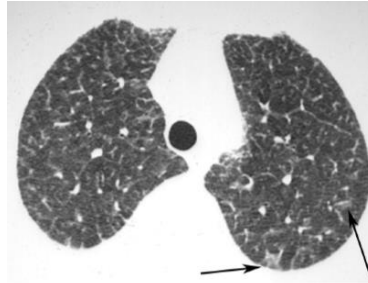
TAC zonas muestra engrosamiento suave de los septos interlobulares, asociados Con áreas focales de opacidad suelo-vidrio (flechas)
